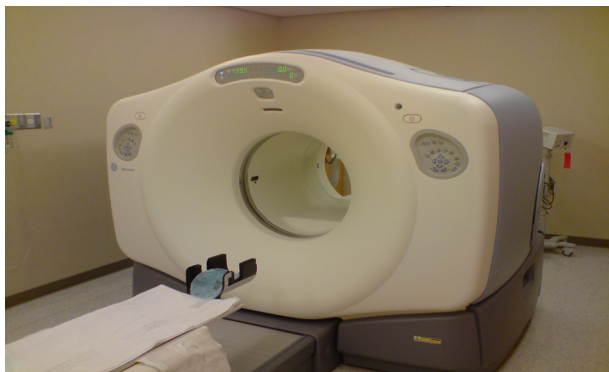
GE Discovery STe16 PET/CT Scanner
